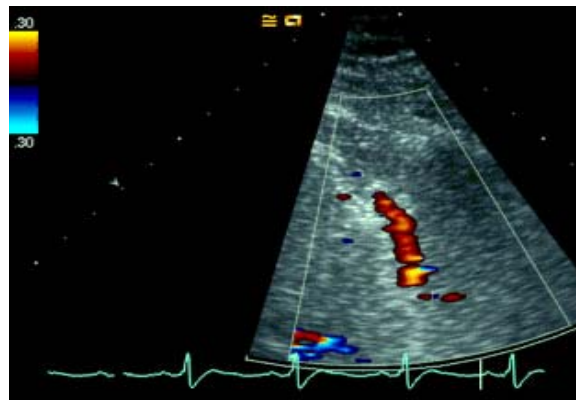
Imagem correspondente ao fluxo codificado a cor da artéria descendente anterior distal obtida por ecocardiografia Doppler transtorácica com ecocardiógrafo Sequoia 512 e sonda 4Vc após efeito vasodilatador da adenosina.
